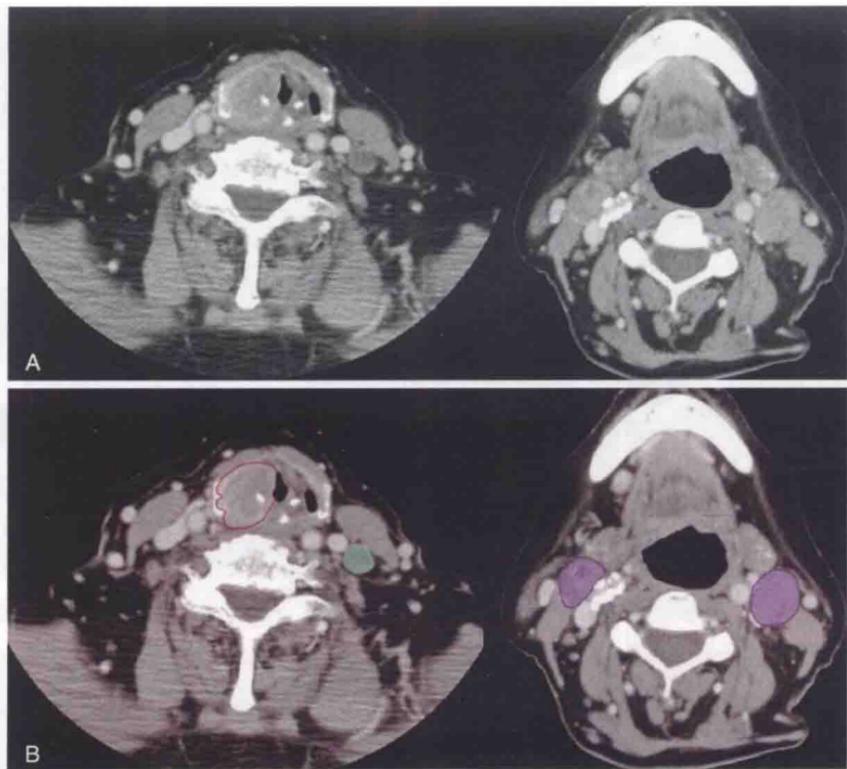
A. 横轴位 CT 增强扫描显示右侧低分化梨状窝癌患者双侧Ⅱ区淋巴结肿大。B. 肿瘤和淋巴结被勾画出来
